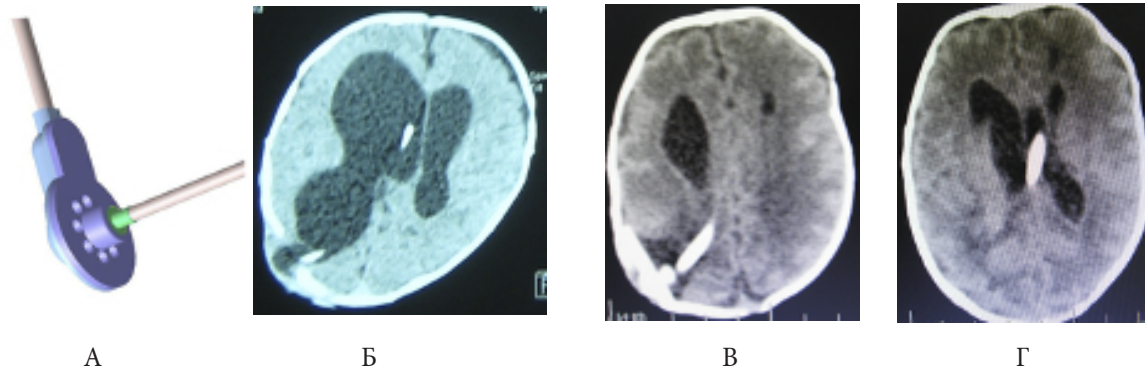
Ребенок С. с постгеморрагической гидроцефалией, ПКВ 30 недель, масса 1350 грамм. (А) Система ВСС. (Б) КТ в 38 недель после непрямого дренирования желудочков в САП системой ВСС. (В-Г) КТ контроль через 3 месяца после ВСС.
